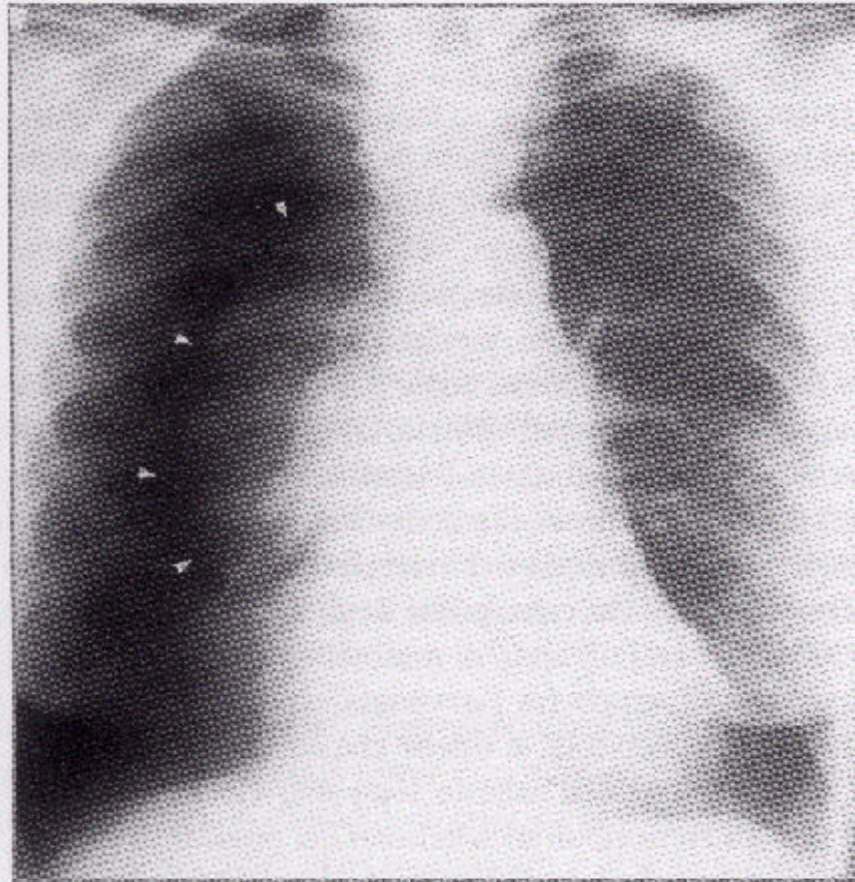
Radiografia del torace in proiezione postero-anteriore. Pneumotorace destro: collasso subtotale del polmone.
